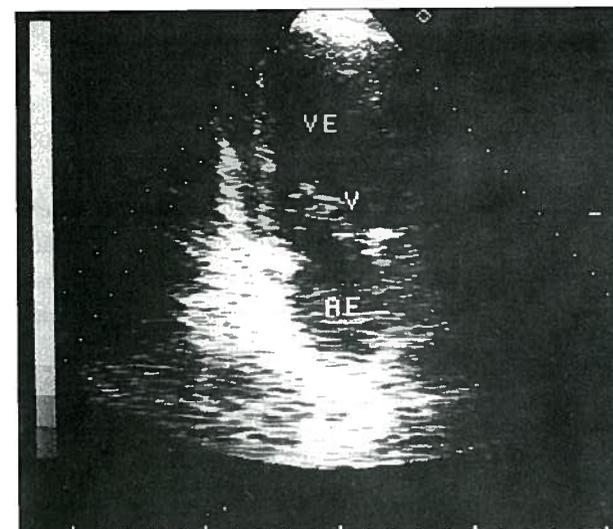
Ecocardiograma: vegetação sésil no folheto anterior da válvula mitral.
